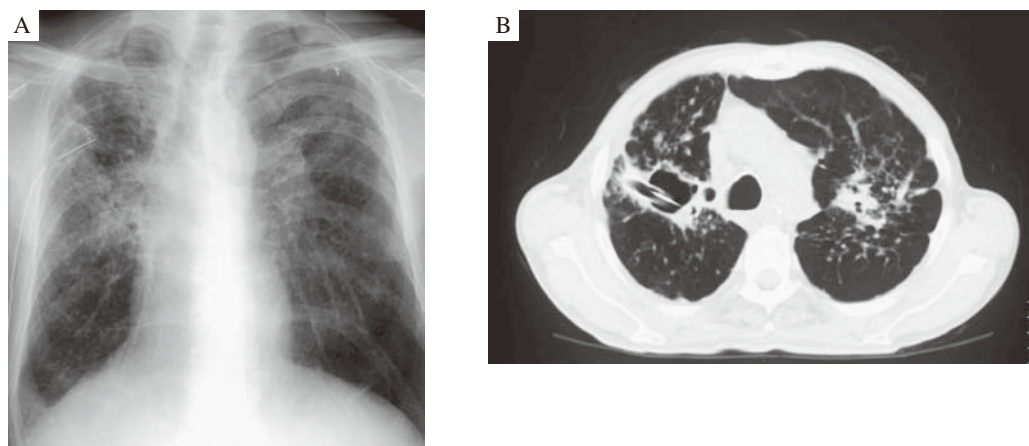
Chest X-ray (A) and CT (B) showed intracavity aspiration.
